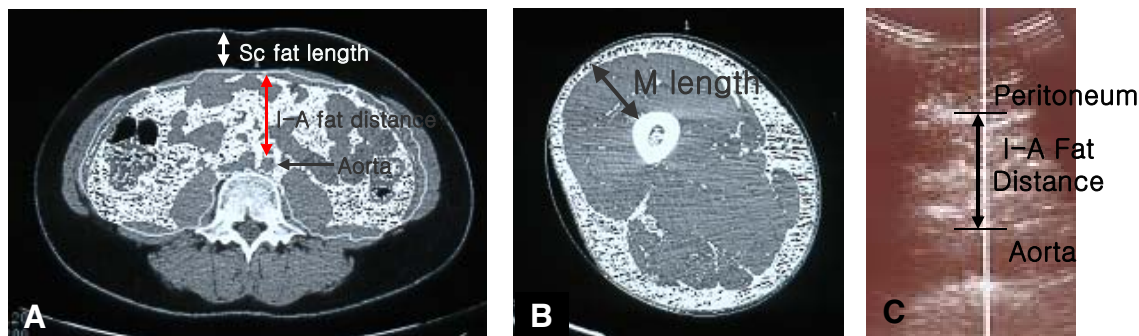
Measurement of the intraabdominal fat distance (I-A fat distance), abdominal subcutaneous fat length (A), and muscle length (B) by computed tomography and I-A fat distance by ultrasonography (C).
